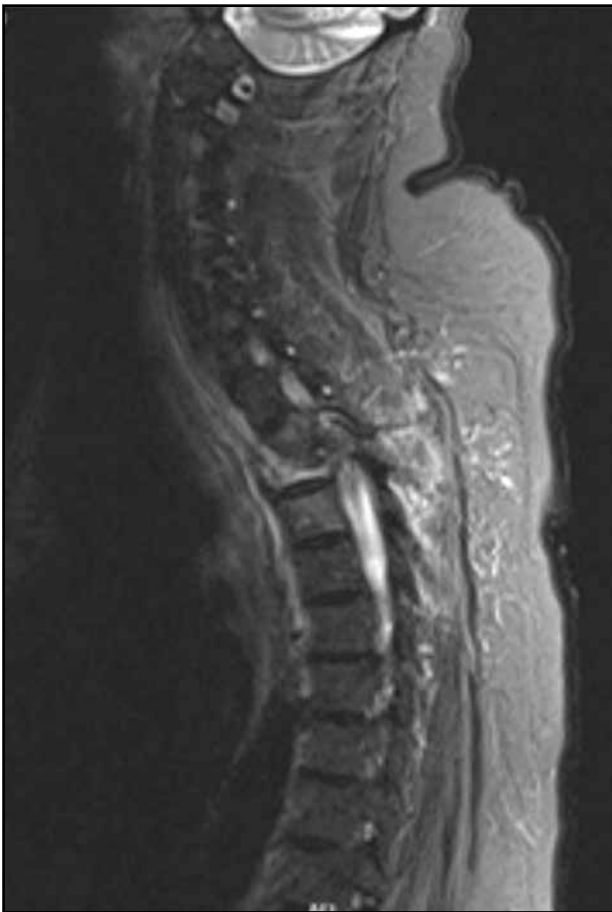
Resonancia magnética columna. Severa disminución de altura de los cuerpos vertebrales de T2 y T3 con edema óseo y componente de partes blandas subyacente al ligamento longitudinal anterior y en el espacio epidural del canal raquídeo, además de compromiso del disco. Severa raquiestenosis.
